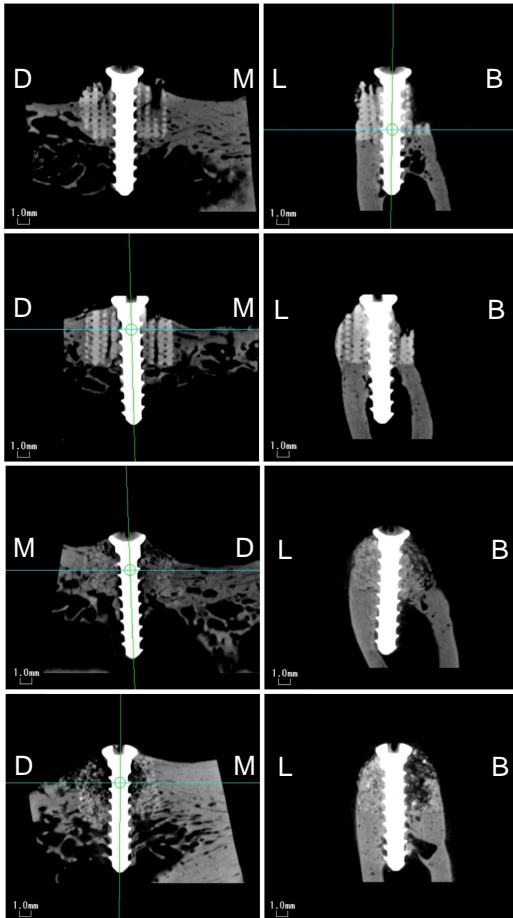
マイクロCT撮影による所見(左:近遠心像、右:頬舌側像)
